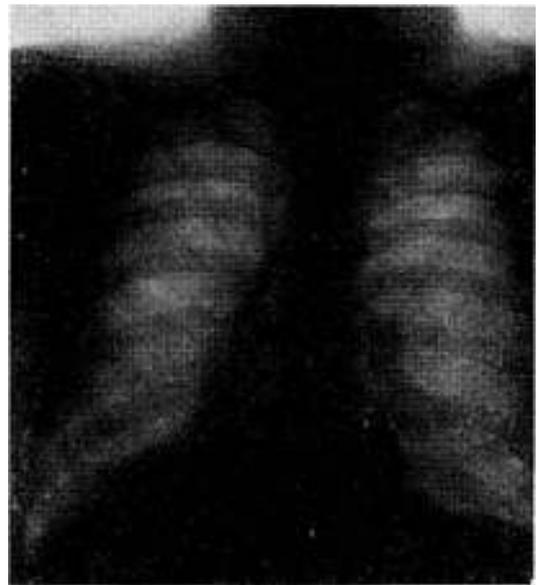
Caso I: Radiografía once meses después de la operación: sin disnea, se desempeña en sus labores habituales.
